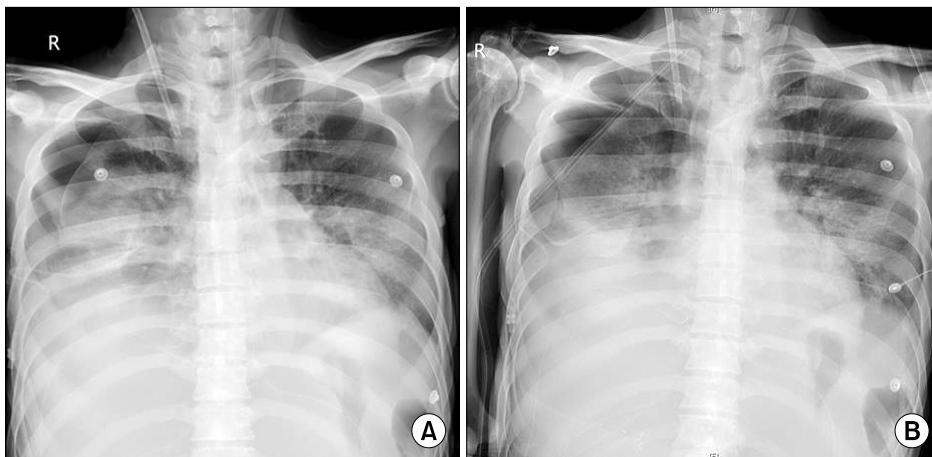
(A) Chest x-ray immediately after thora-catheter insertion : iatrogenic pneumothorax. (B) Resolved pneumothorax after chest tube insertion.
